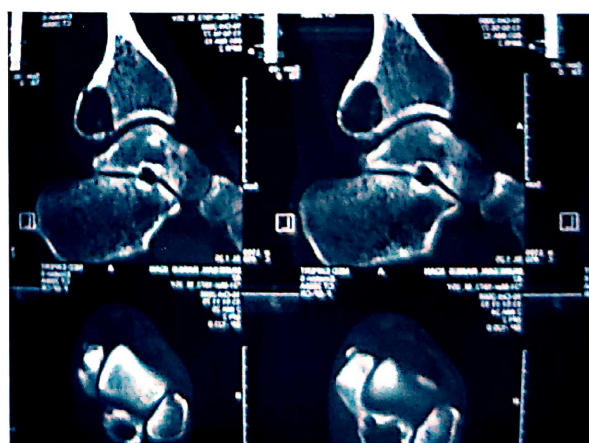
CT M.R.I 26 ani Encondrom.
